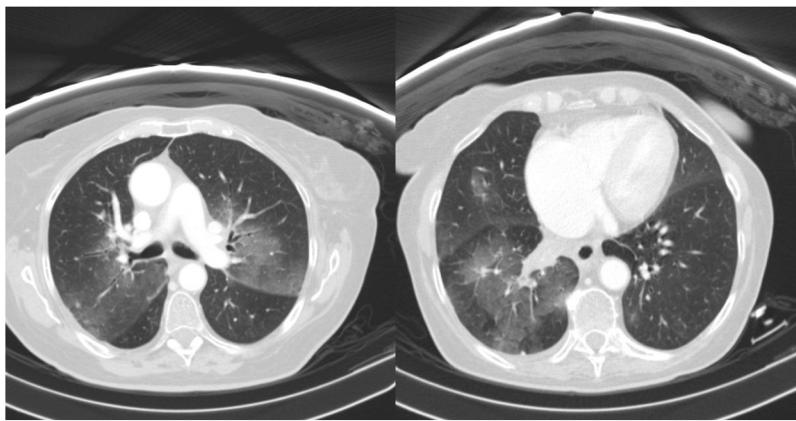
Cortes de TC donde se muestran la presencia de áreas parcheadas con importante infiltrado coincidente con la posibilidad de EPI.
